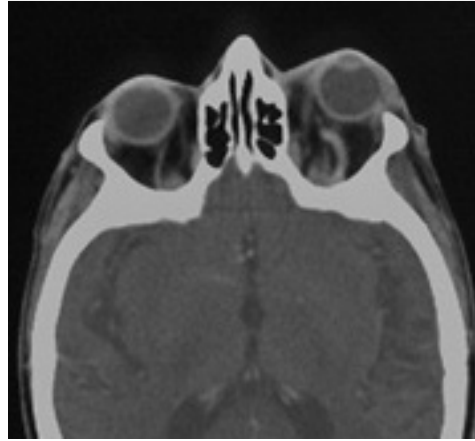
TC assiale con mdc; proptosi oculare con ectasia della SOV.
